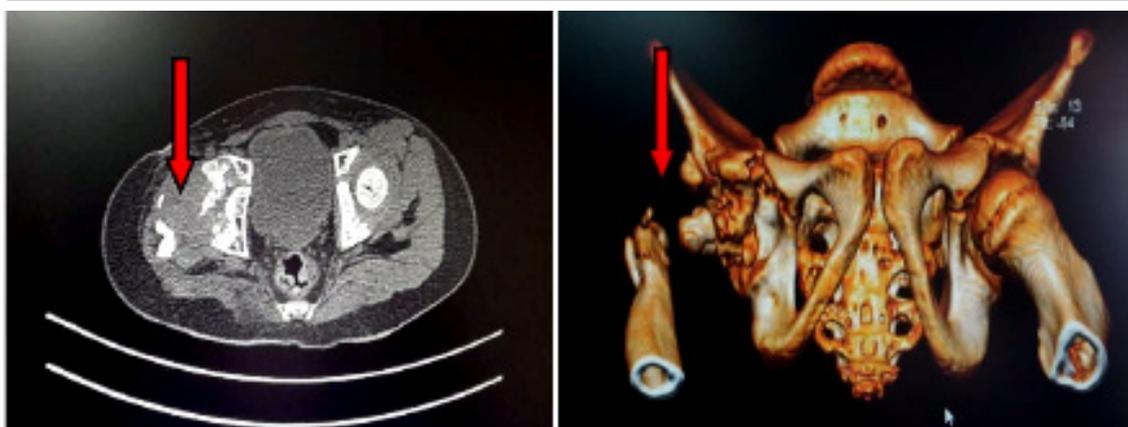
TAC y RNM con reconstrucción helicoididad.
